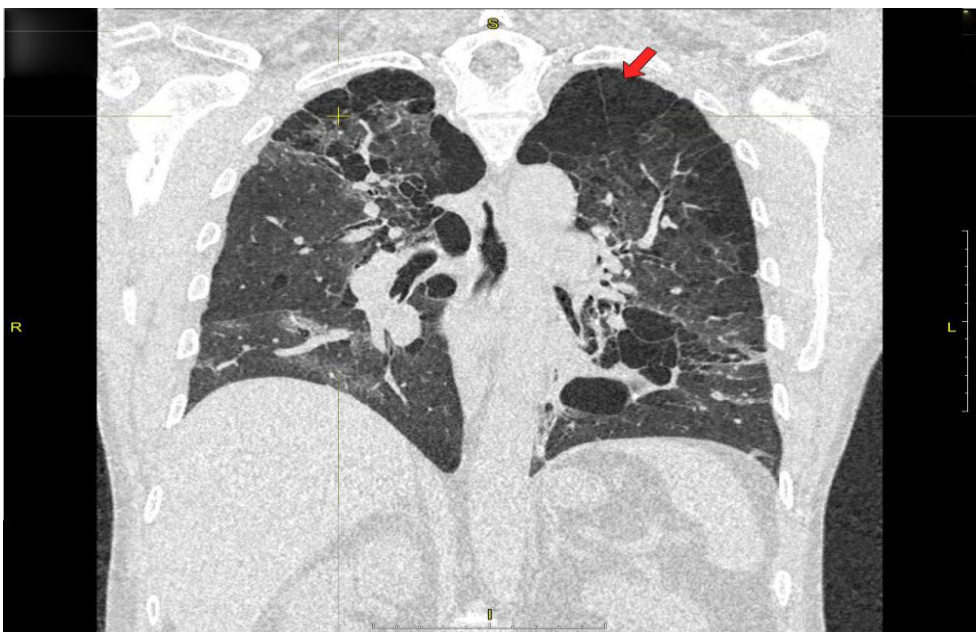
Рентгенографическая картина при множественных пневмоцеле, описание в тексте
